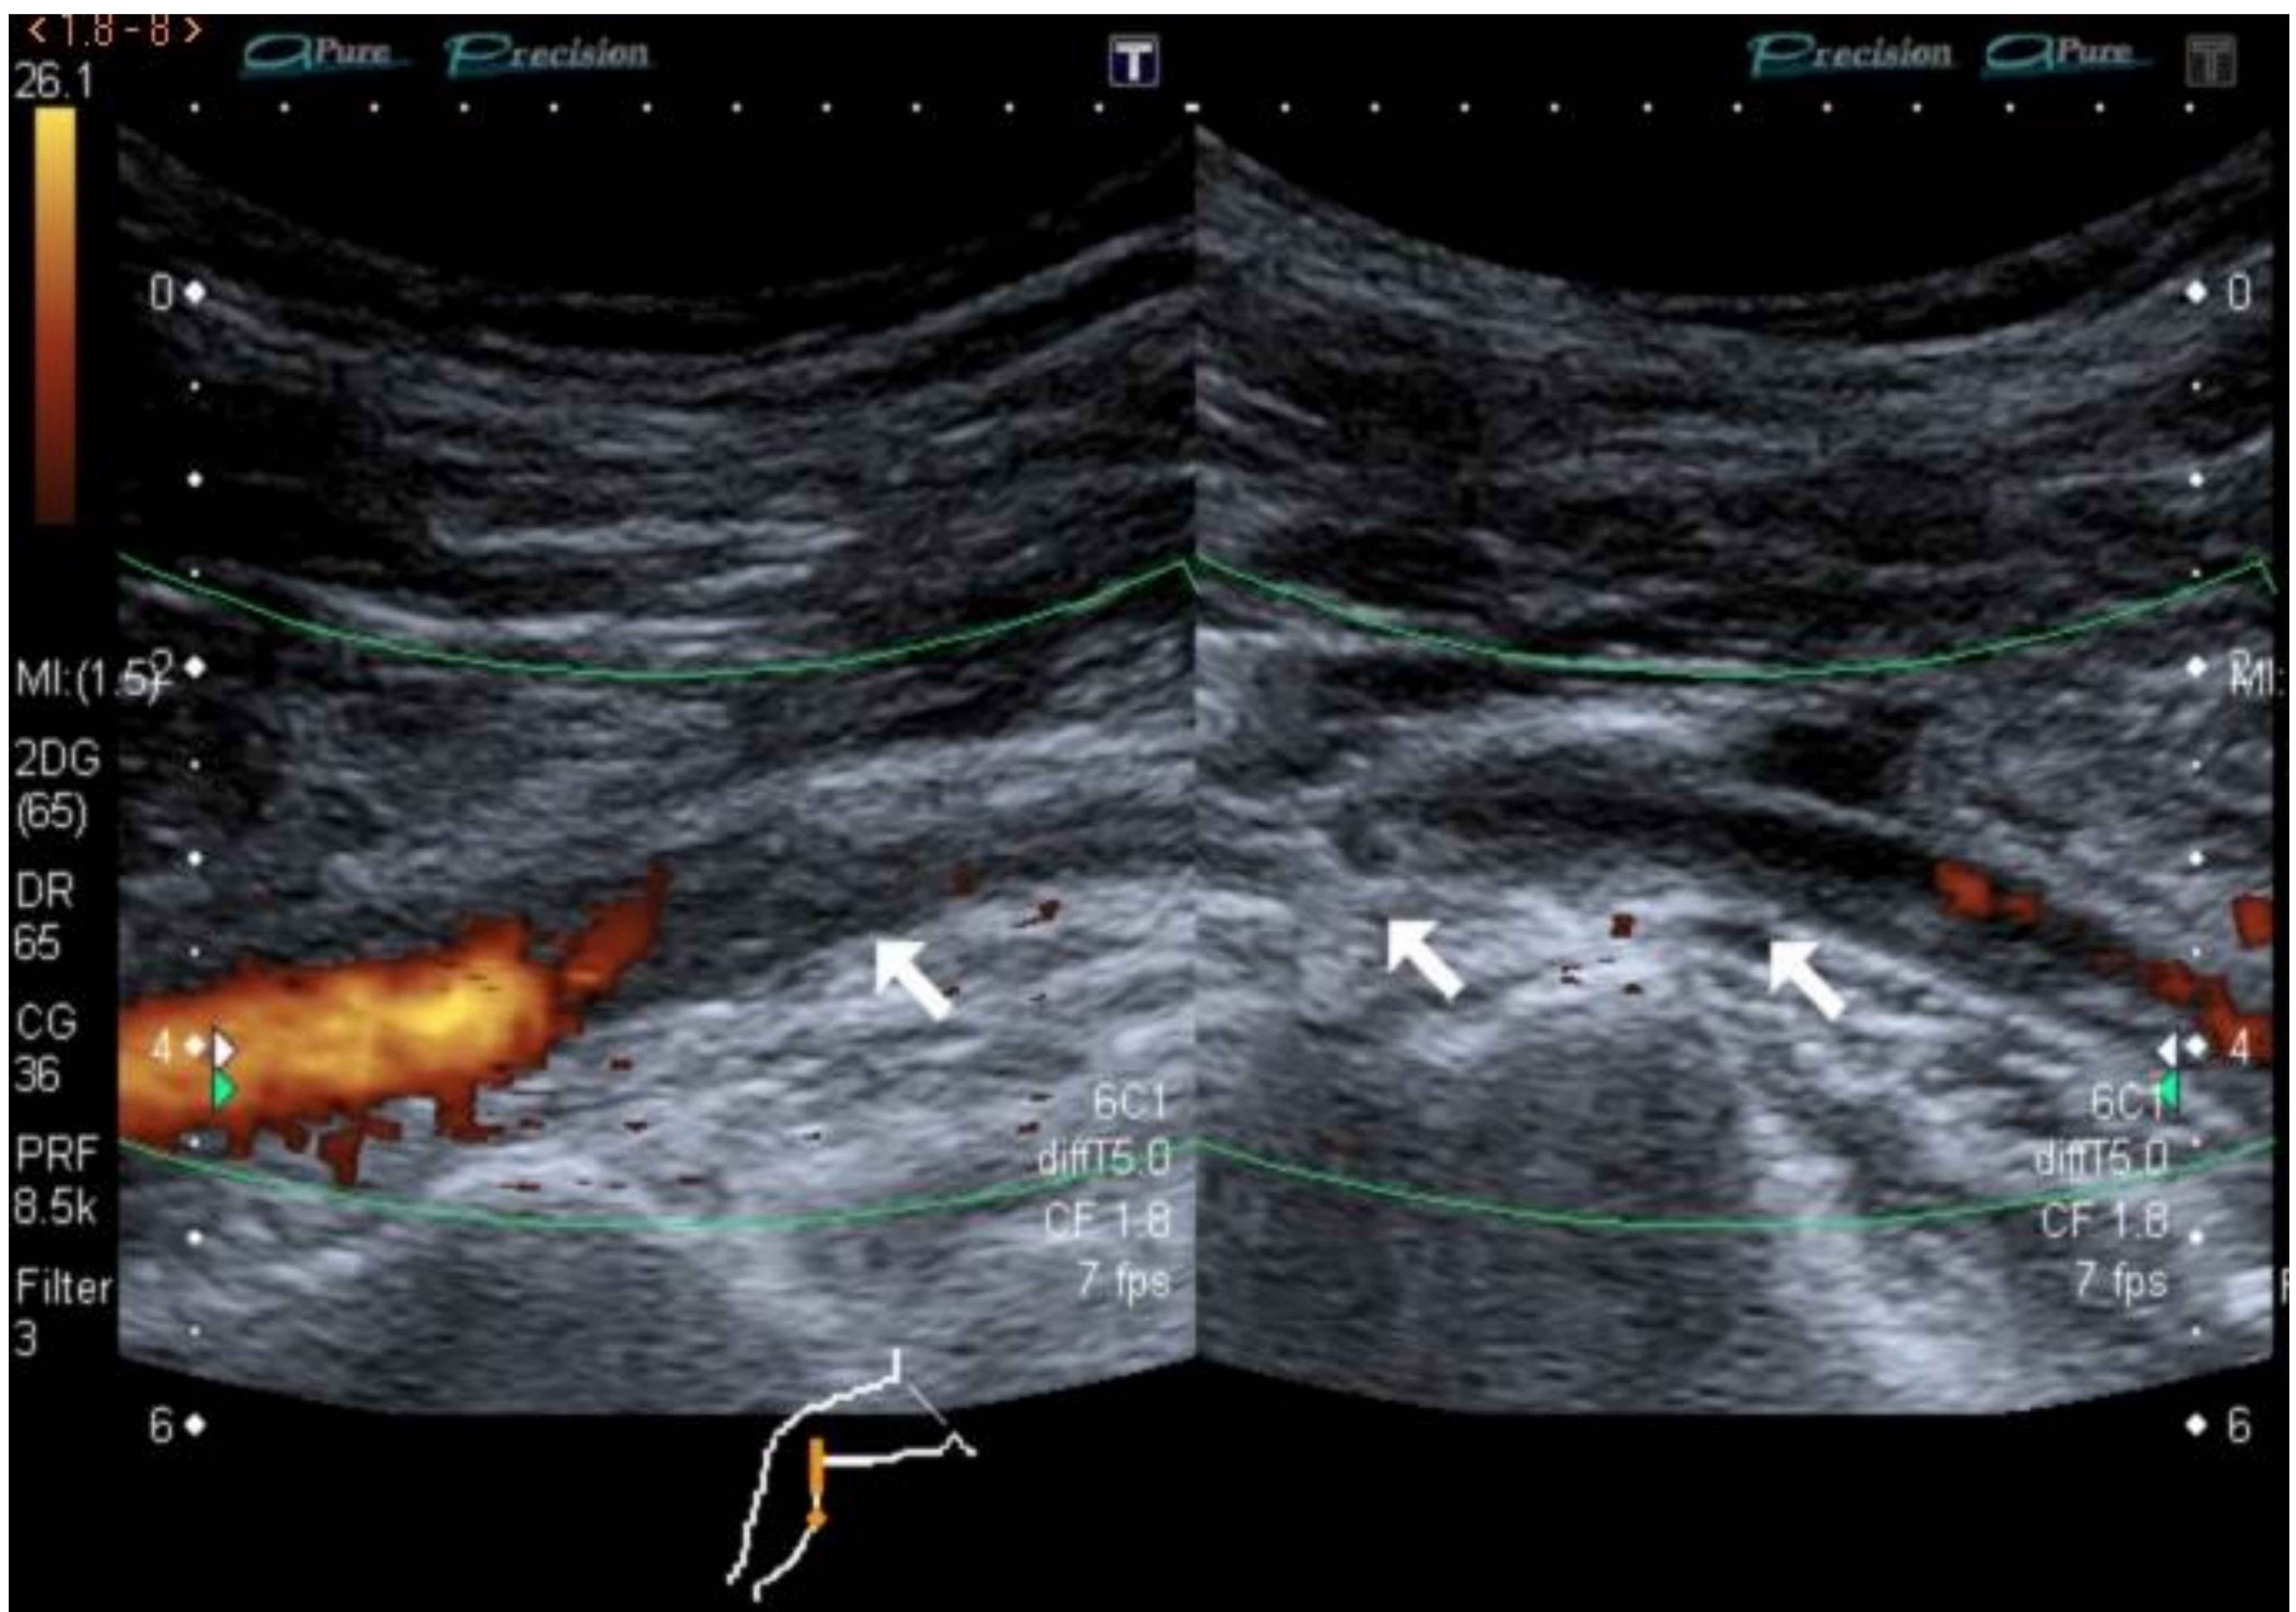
La imagen de ecografía Doppler muestra dilatación y suboclusión de arterias poplítea y troncos tibioperoneos por material ecogénico trombótico, con luz filiforme. References: Servicio de Radiodiagnóstico. Hospital Universitario Virgen Macarena. Sevilla. España
